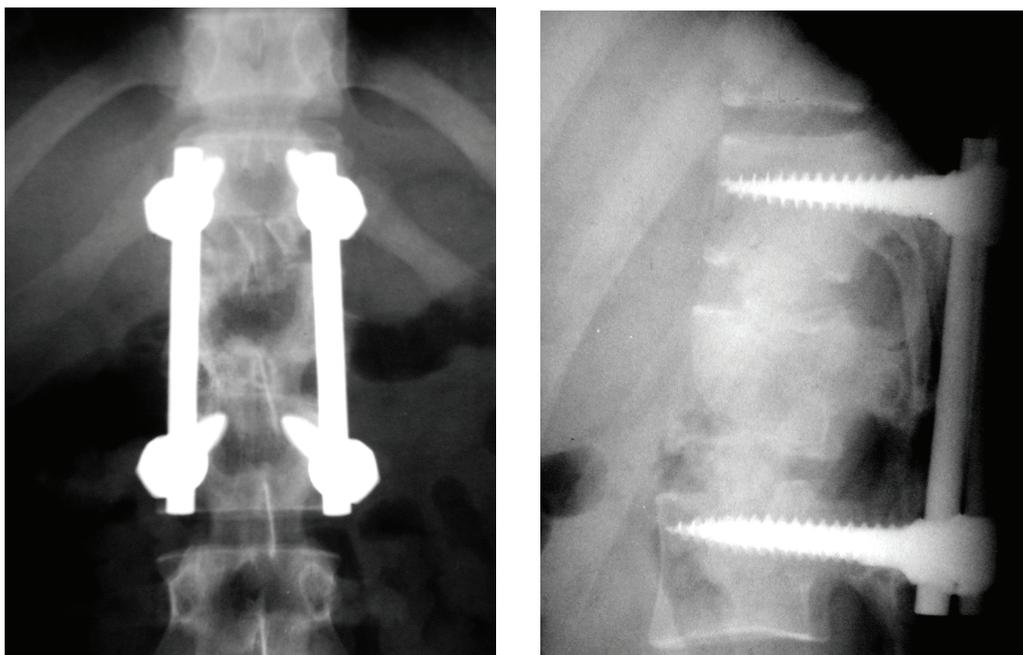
Рентгенограммы больной Т., 45 лет, после завершения хирургического лечения.
